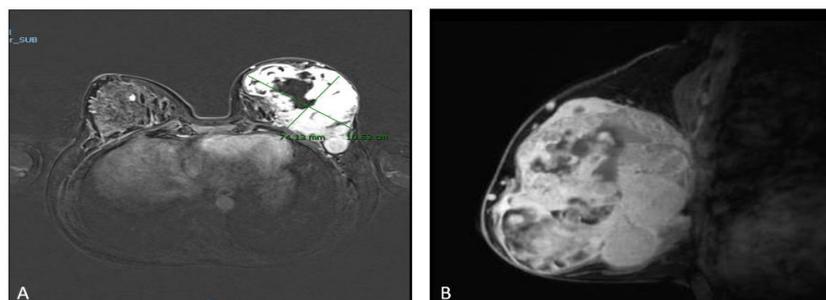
Resonancia Magnética de mamas contrastada con gadolinio. A. Lesión mamaria hiperintensa que realza al medio de contraste. B. Lesión polilobulada en mama izquierda.
